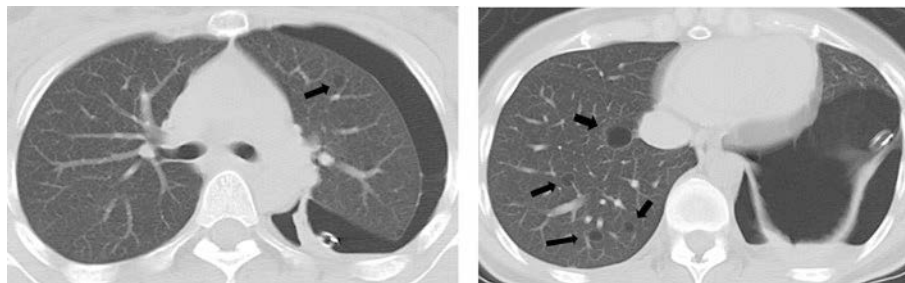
Chest CT findings on admission revealed collapse of the left lung and multiple pulmonary cysts (arrows).
